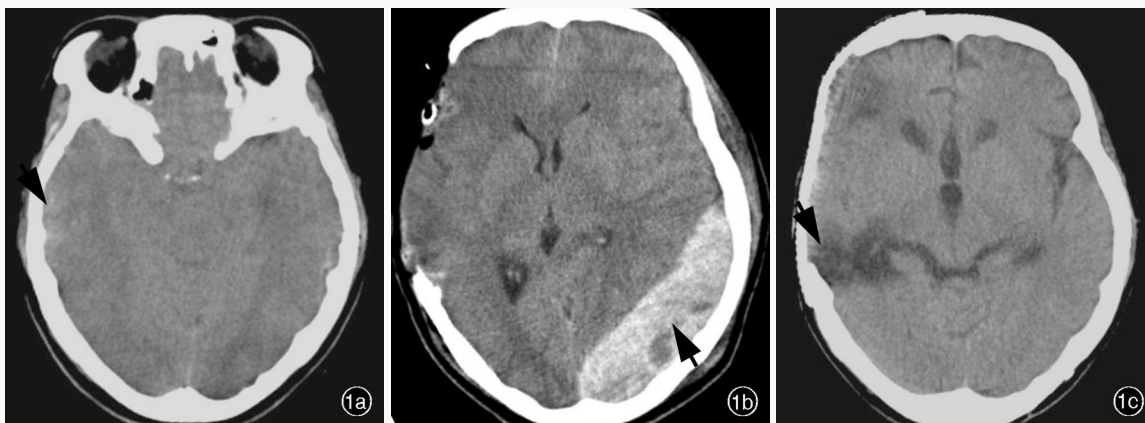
例 1 患者头部 CT 检查所见 1a 入院即刻横断面 CT 显示,右侧额颞顶部硬膜下血肿,右侧颞叶挫裂伤(箭头所示) 1b 术后即刻横断面 CT 显示,对侧顶枕部硬膜外迟发性大血肿(箭头所示) 1c 出院时横断面 CT 显示,颅内出血吸收,右侧颞叶后部局灶性软化灶(箭头所示)
